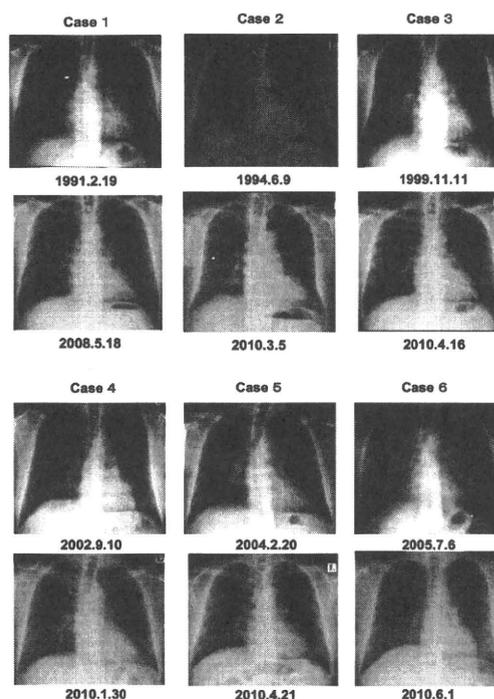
Chest X-ray films before first WLL (upper) and last Chest X-ray films (under) of 6 patients with aPAP
